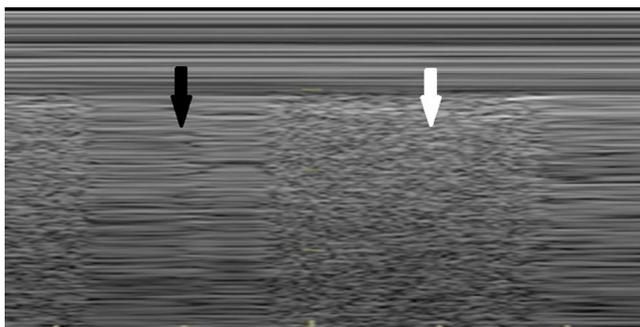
Échographie pleurale en mode TM au point d'accolement. On observe avec la respiration l'alternance d'une image normale ou signe du rivage (flèche blanche) avec le signe du code barre (flèche noire) témoin de l'interposition d'air entre la paroi et le parenchyme. Image aimablement fournie par le Dr Mangiapan (G-ECHO)
